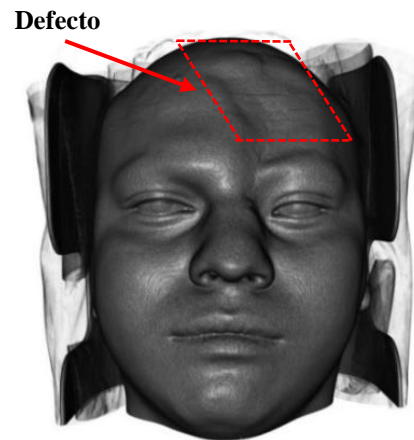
Tomografía realizada después de la cirugía, sin el implante craneal. Se observa el hundimiento del tejido en la parte superior izquierda del rostro. Fuente: elaboración propia.
